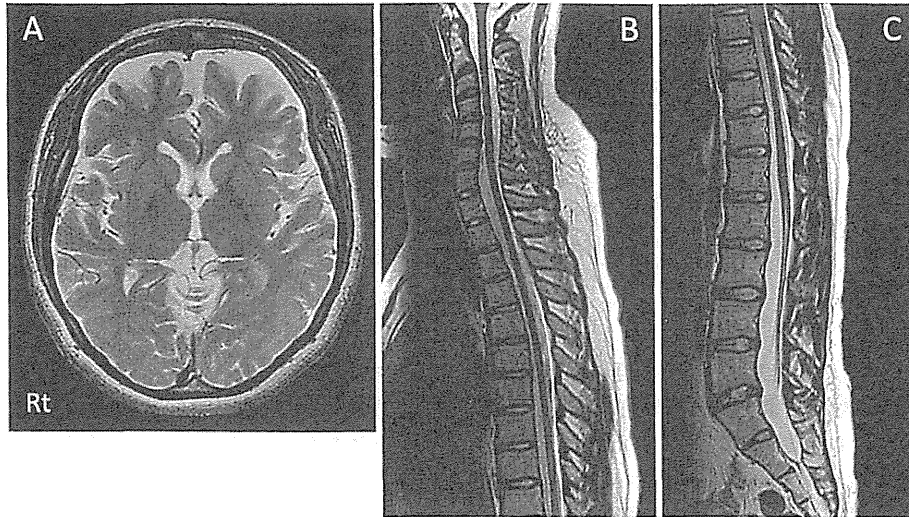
Brain MRI (A) and Spinal MRI (B, C).
